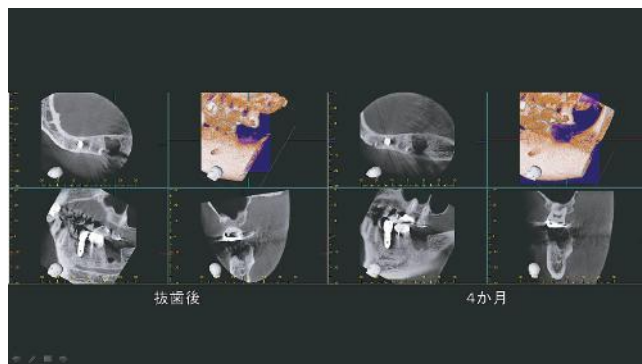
抜歯4か月経過後においてもCT所見上で抜歯窩が残っている。
